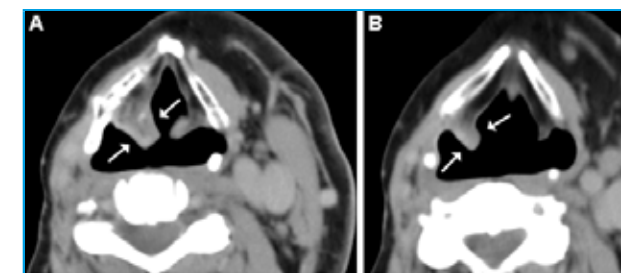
Varón de 48 años de edad, intervenido de vaciamiento radical derecho y radiado por TPOD 8 años antes, que acude por disfagia. La TC realizada (imágenes 1A y 1B) demuestra un claro engrosamiento mucoso, altamente sospechoso de neoformación, del repliegue ariepiglótico y del seno piriforme izquierdos (flechas). La visualización con fibroscopia y el posterior cultivo del material obtenido arrojaron como resultado sobreinfección por *Candida albicans* y no se demostró la presencia de tumor.
